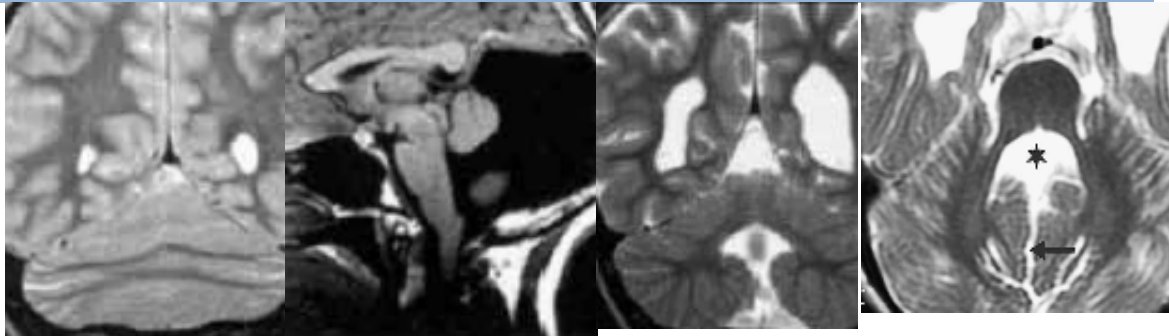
A y B: TC axial con contraste muestra un cuarto ventrículo distorsionado y agrandado con el signo del paraguas (alas de murciélago), por desarrollo anormal de los pedúnculos cerebelosos medios, pedúnculos cerebelosos superiores y decusación de las pirámides y una hendidura o “clef” medial que separa los hemisferios cerebelosos (flecha). Además se observan los signos de neuroinfección descritos en la figura 1.
